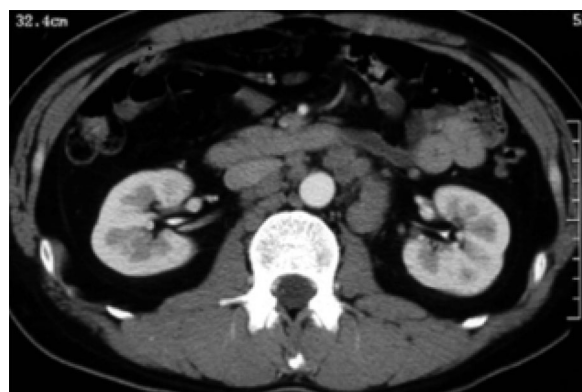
Abdominal CT revealed multiple enlargement of para-aortic lymph node.
